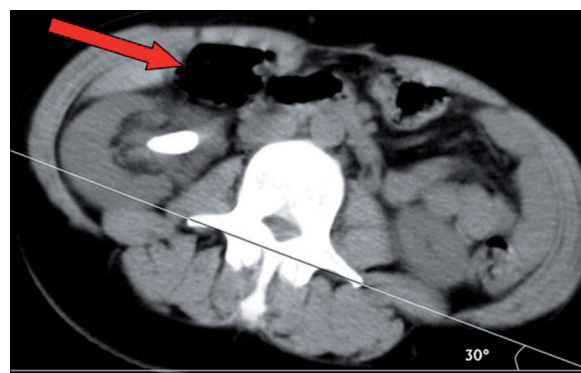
Imagen por TAC en posición supina (Valdivia) en la que se ilustra el desplazamiento anteromedial del colon ascendente.
